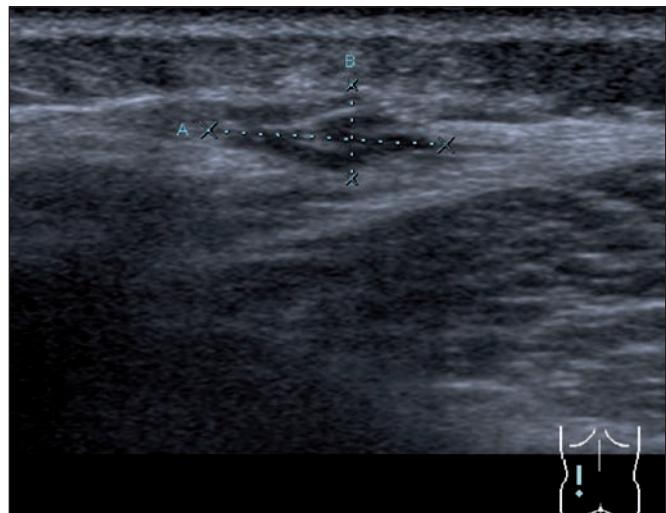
Ecografía inicial de la tumoración en nuestra paciente (13 meses antes de la cirugía), de 1.7 x 0.6 cm y característica fusiforme.
